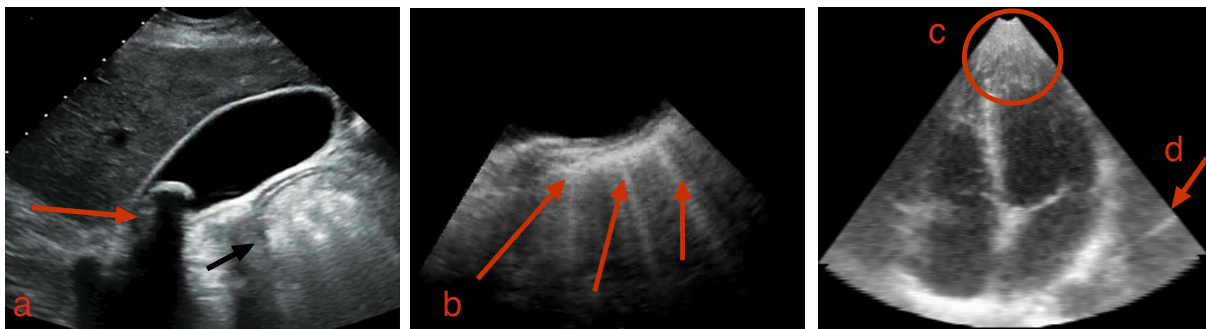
Artefactos típicos en imágenes de ultrasonido. (a) Oscurecimiento o *shadowing* limpio (flecha roja) detrás de un gran cálculo biliar y un oscurecimiento sucio (flecha negra) a partir de un bucle adyacente del intestino (b) Reverberación en la aorta de forma descendente. (c) Artefacto de campo cercano o *near-field* y (d) de lóbulos laterales o *side lobes* en una ecocardiografía de cuatro cámaras.
